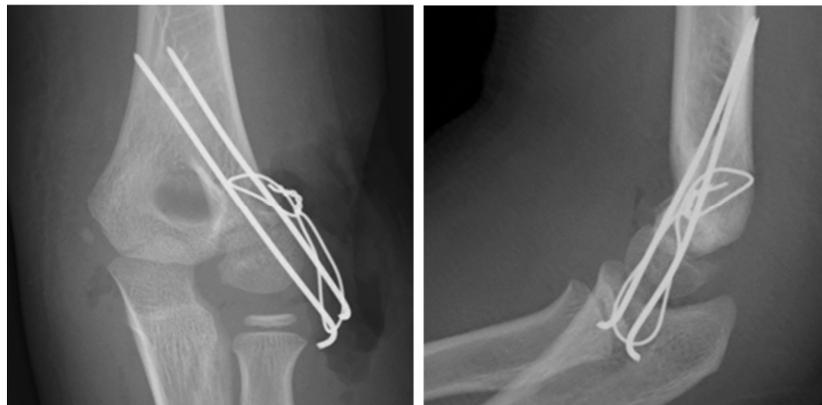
術直後左肘関節単純X線正面像(左)と側面像(右)。直径1.2mmのキルシュナー鋼線2本と直径0.9mmのランボット鋼線1本で鋼線締結法を行った。
